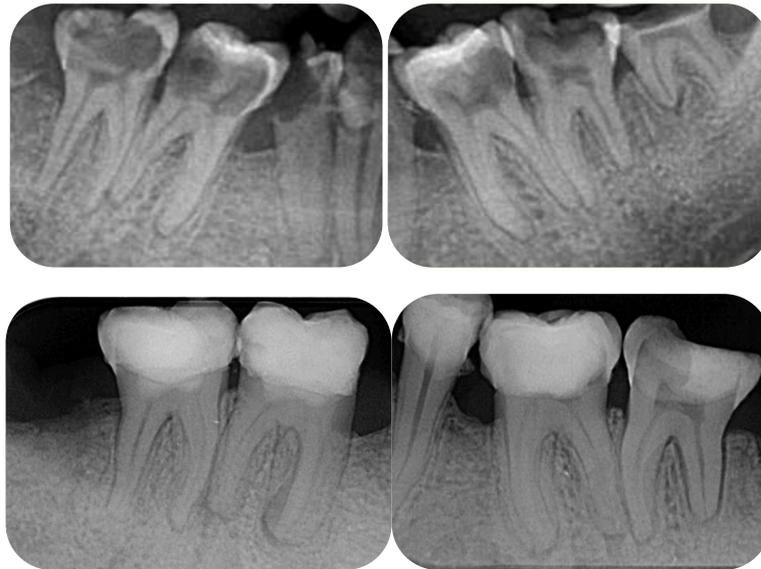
Radiographies pré et post-opératoires d'un patient polycarié de 27 ans soigné sous anesthésie générale (pulpotomies sur 36-46 et 47).
